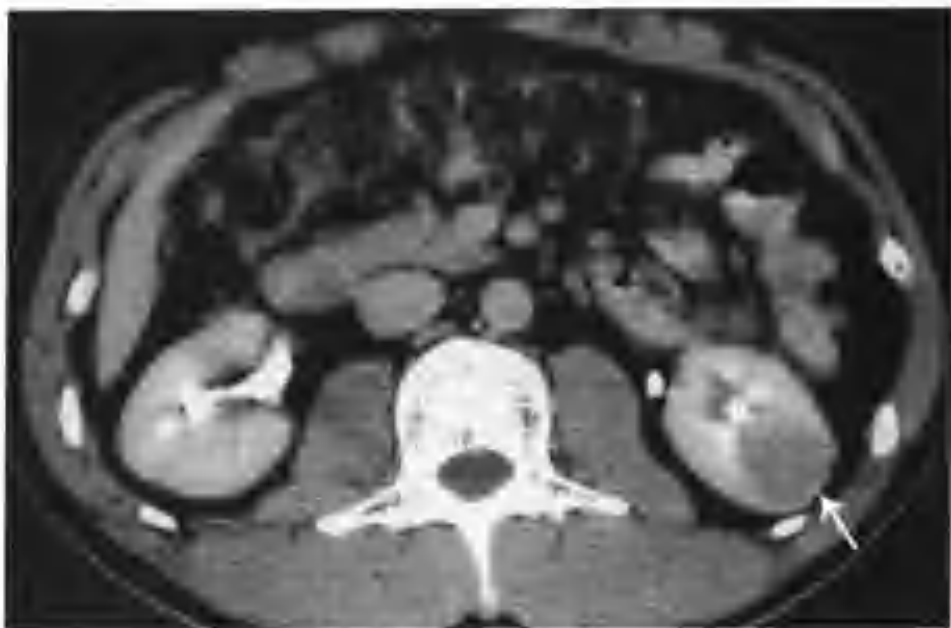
与图 2-1-30 为同一病例, 肾盂期肿瘤 CT 值 82HU (箭头), 肾周脂肪囊清晰
